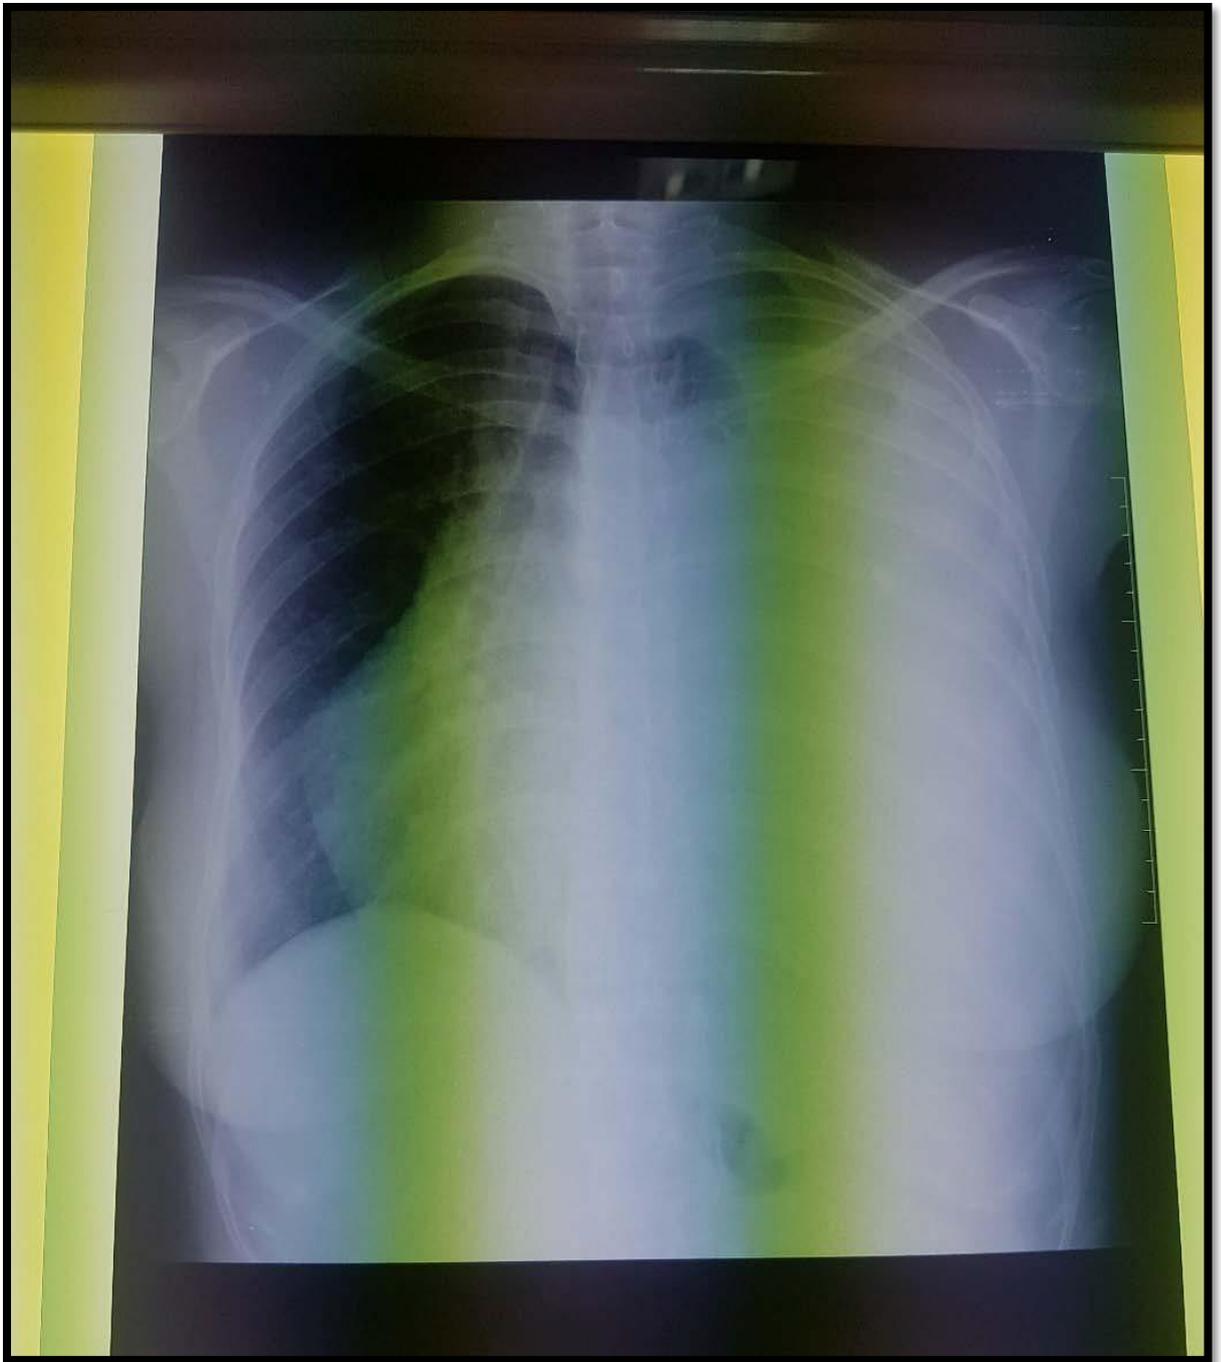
Radiographie thoracique de face, PP de grande abondance avec refoulement des éléments du médiastin.
